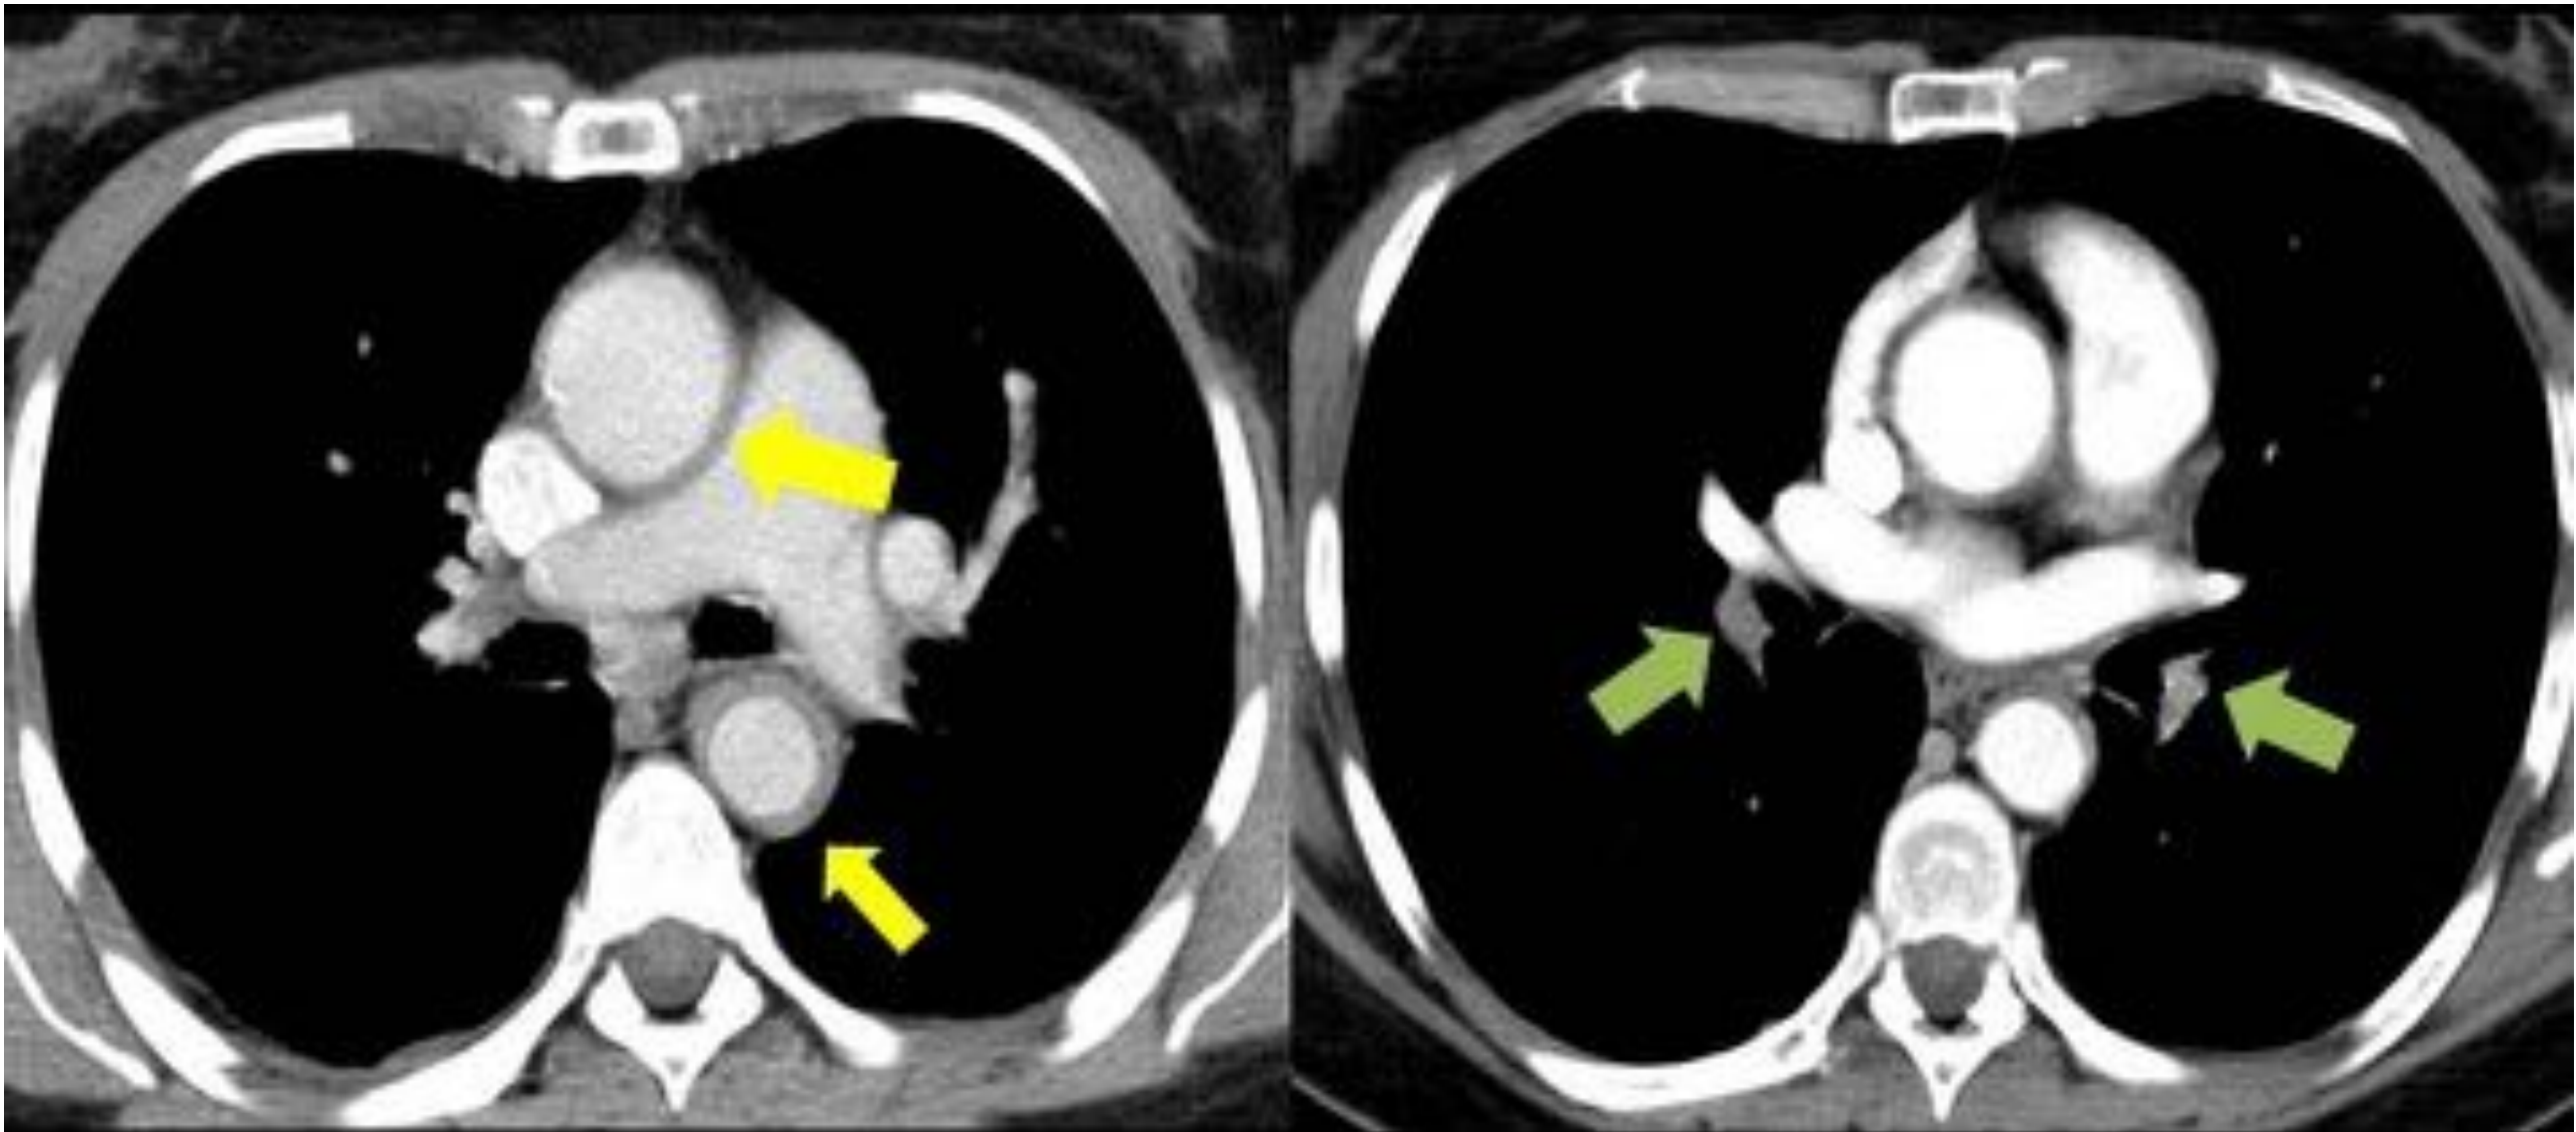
Paciente de 42 años con diagnóstico reciente de arteritis de Takayasu. Cortes axiales en ventana de mediastino de TC torácica con contraste que muestran un engrosamiento mural de la aorta descendente y arteria pulmonar (flechas amarillas) con trombosis oclusiva de ambas ramas lobares inferiores de esta última (flechas verdes).
